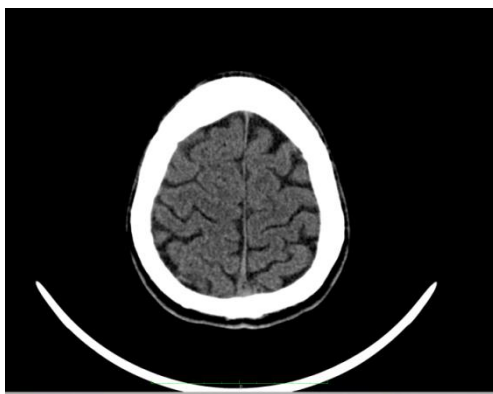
Tomografia komputerowa głowy pacjenta z dnia 18-09-2013*
